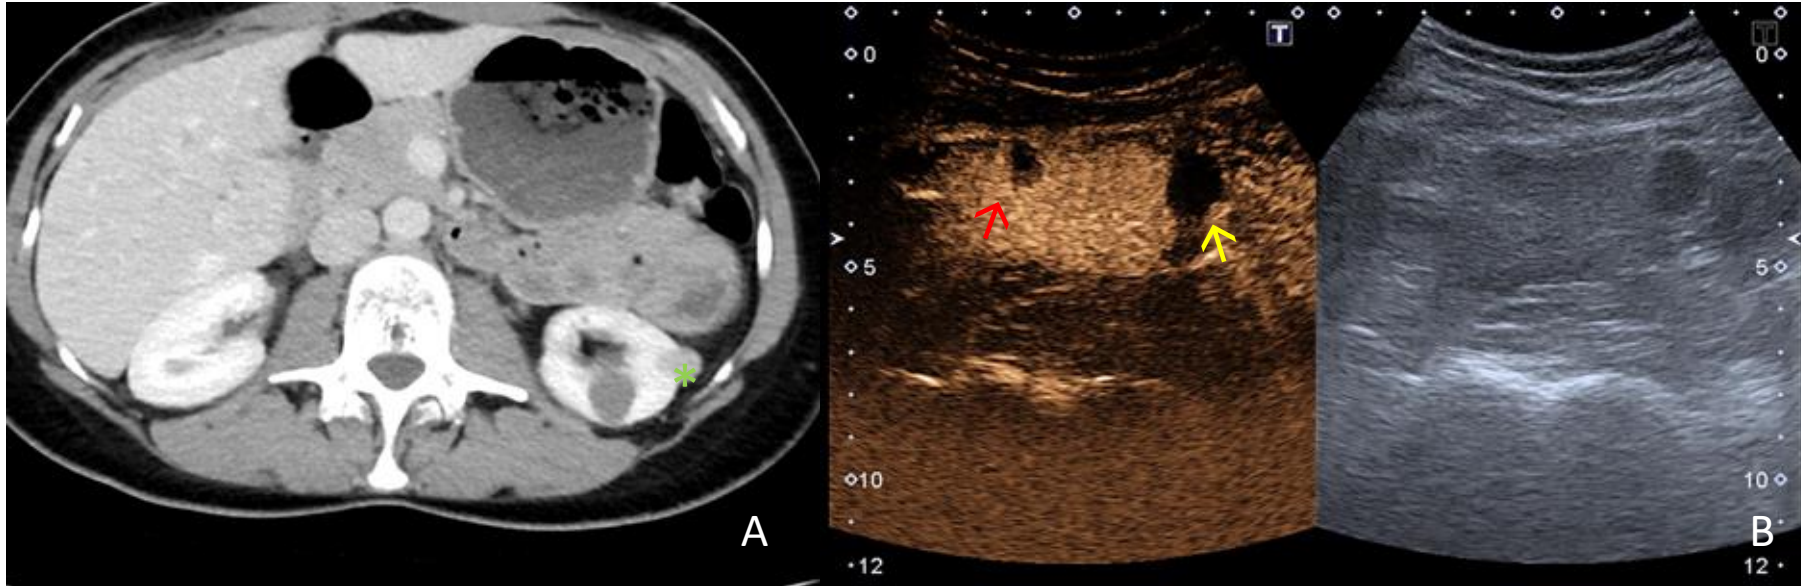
Mujer de 46 años con cáncer de cérvix. A. TC abdominal en plano axial con contraste IV en fase portal, se observan dos lesiones quísticas, una más densa (*) que la otra en el riñón izquierdo. B. Ecografía con contraste. Un quiste de contenido más ecogénico que no muestra captación patológica en su interior con el contraste iv (Bosniak II) (→) y otro de 14mm en polo inferior, más anecoico y sin captación con el contraste iv (Bosniak I) (→).
